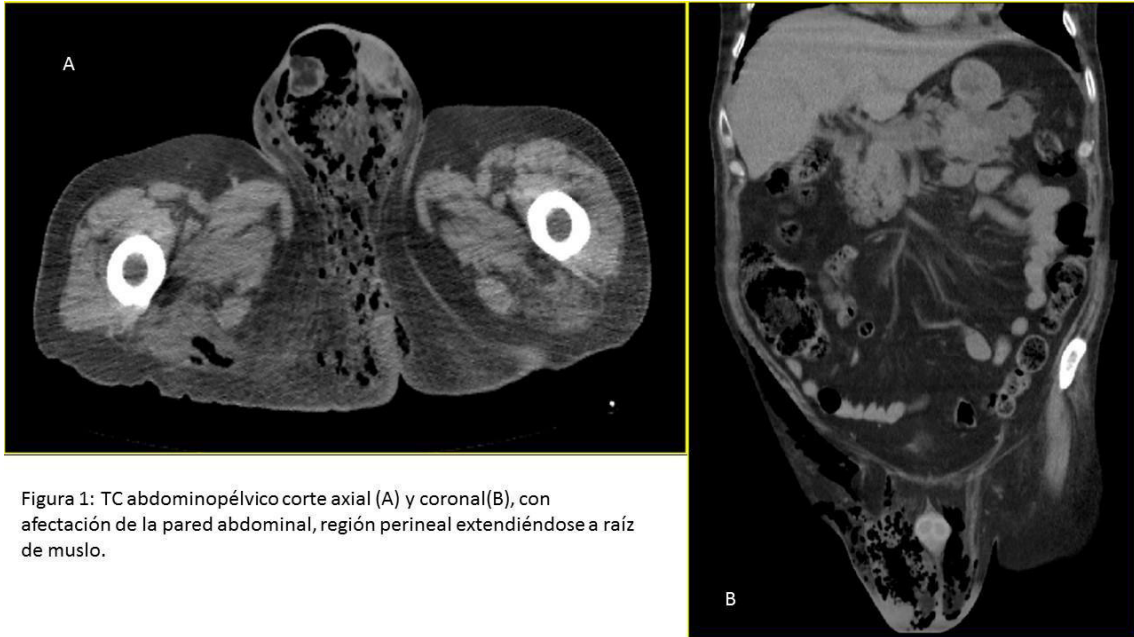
TC abdominopélvico corte axial (A) y coronal(B), con afectación de la pared abdominal, región perineal extendiéndose a raíz de muslo.
